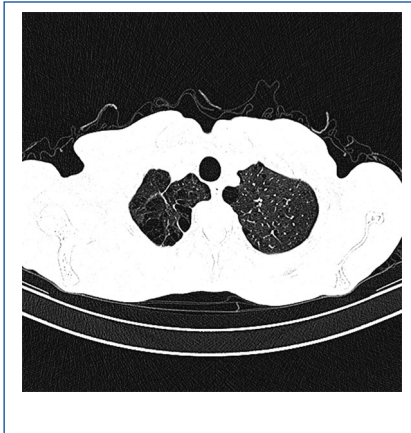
КТ больного с ПАЭ.
